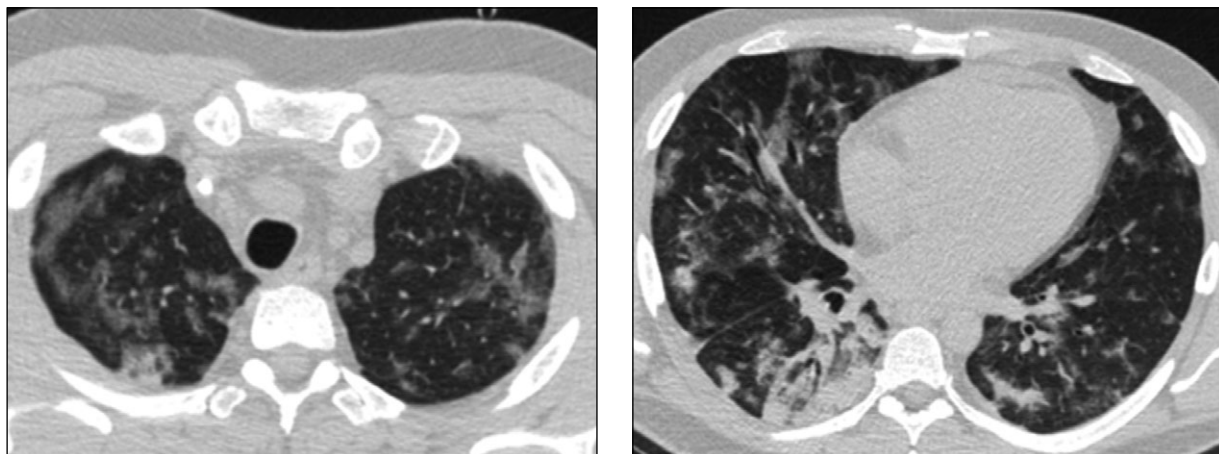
Компьютерная томография легких 02.05.2020: положительная динамика на фоне лечения
